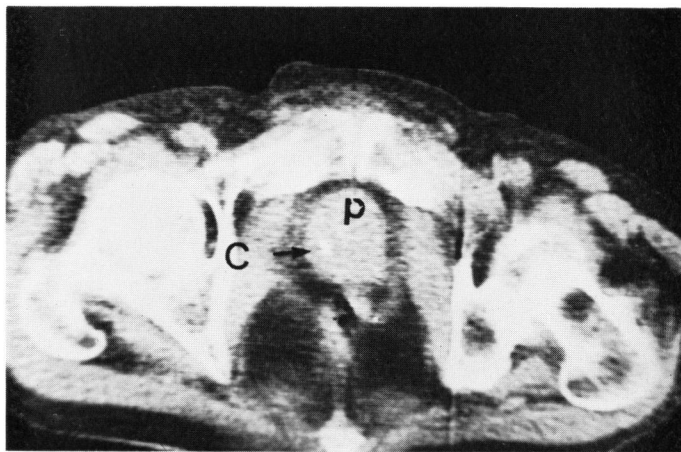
前立腺癌の CT 像. 前立腺は総じて縦長のつり鐘形が特徴的所見である. 前立腺 (P), 前立腺結石 (C).
